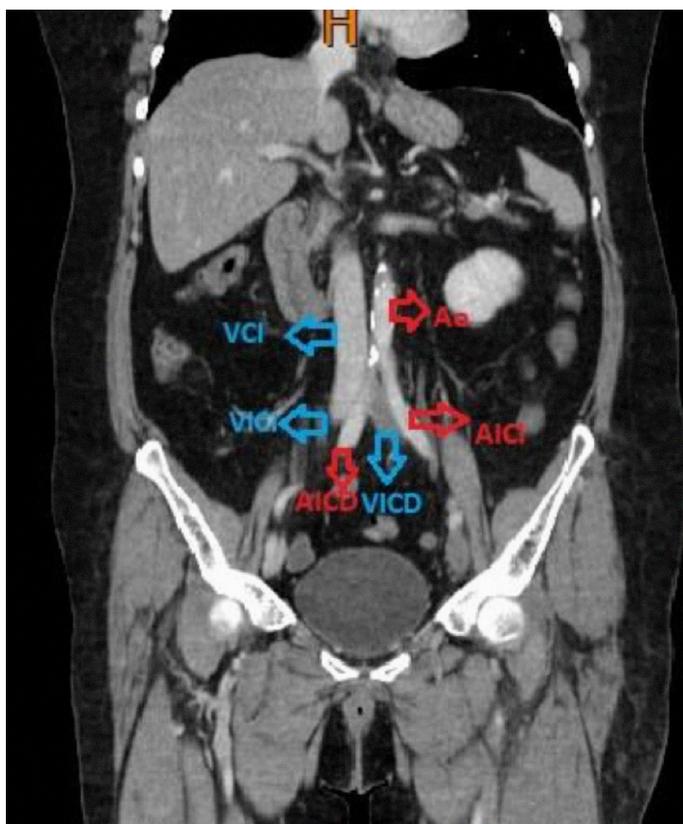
Síndrome de May-Thurner visto en una tomografía contrastada. Fuente: imagen referencial de un estudio clínico anónimo. Referencias: VCI: vena cava inferior; VICI: vena ilíaca común izquierda; AICD: arteria ilíaca común derecha; Aa: arteria aorta; AICI: arteria ilíaca común izquierda; VICD: vena ilíaca común derecha.
